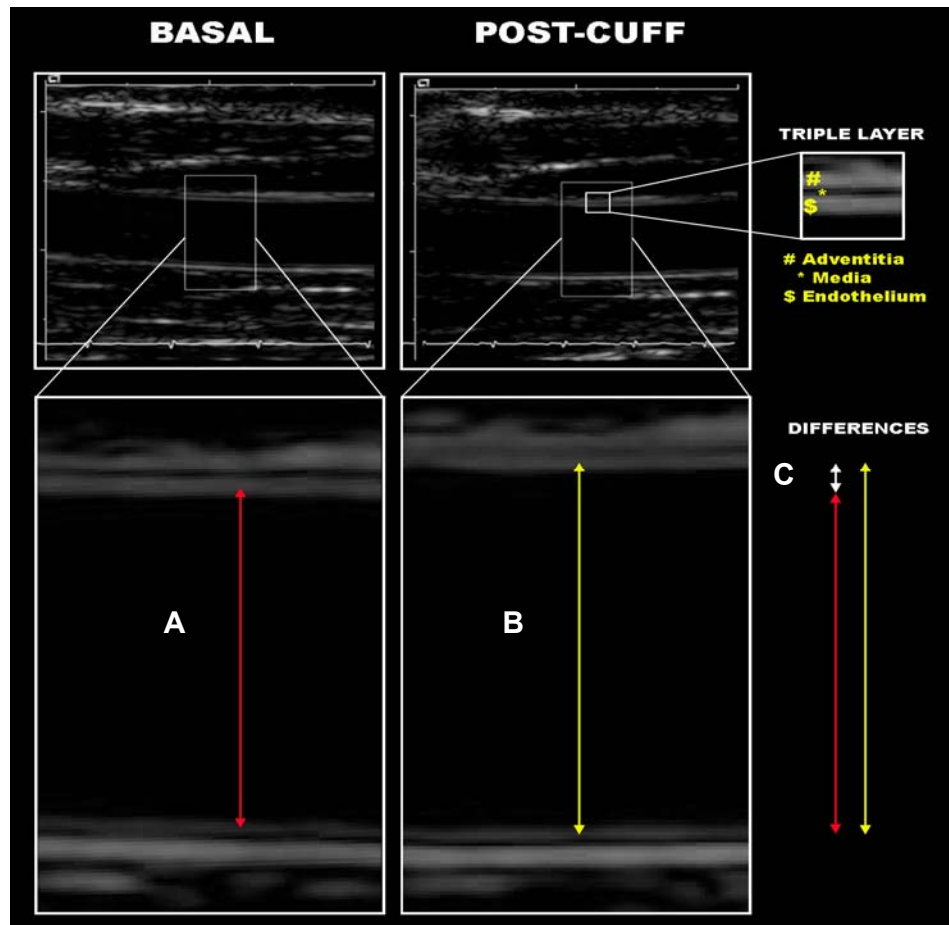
Imagem da artéria braquial obtida por meio da ultra-sonografia de alta resolução. Medida do diâmetro da artéria em repouso (A - seta vermelha) e após hiperemia reativa (B - seta amarela), a função endotelial ou da vasodilatação mediada por fluxo é expressa por meio da variação % do diâmetro da artéria braquial (C- seta branca). (*Mayo Clinic and Foundation*)
